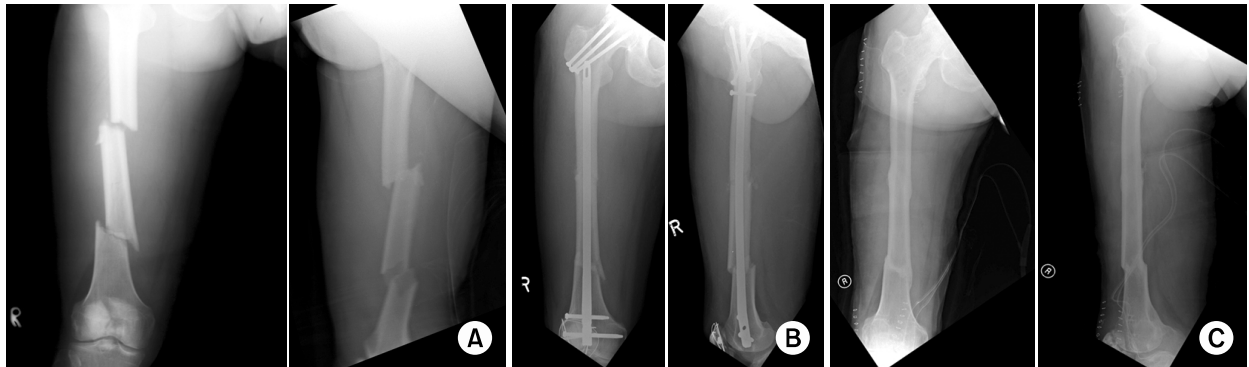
(A) Initial anteroposterior and lateral radiographs of a 62-year-old male with segmented femoral shaft fracture, ipsilateral femoral neck fracture and ipsilateral patellar fracture.
